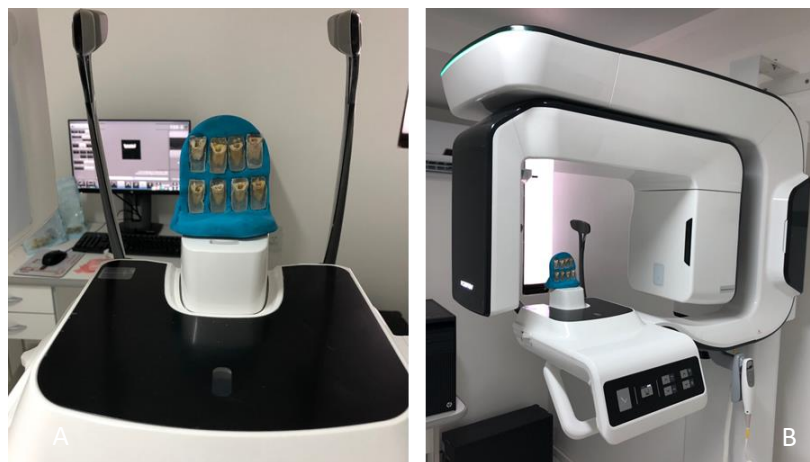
A –Plataforma de silicone para padronizar a posição dos espécimes durante tomografia computadorizada. 3.B – Plataforma posicionada no tomógrafo PaX-i3D. 3.C – padronização da posição do espécime para radiografia periapical com sensor digital.
